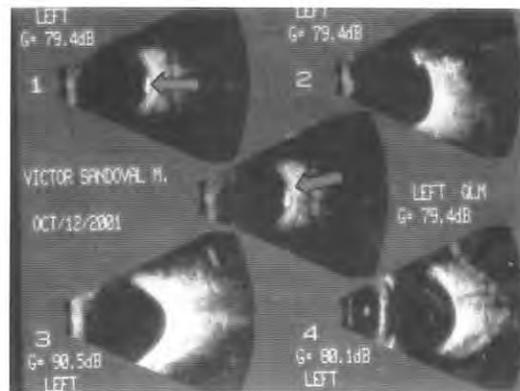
Ecografía en modo B que muestra la presencia de un cuerpo extraño metálico ubicado en la retina periférica inferior.
